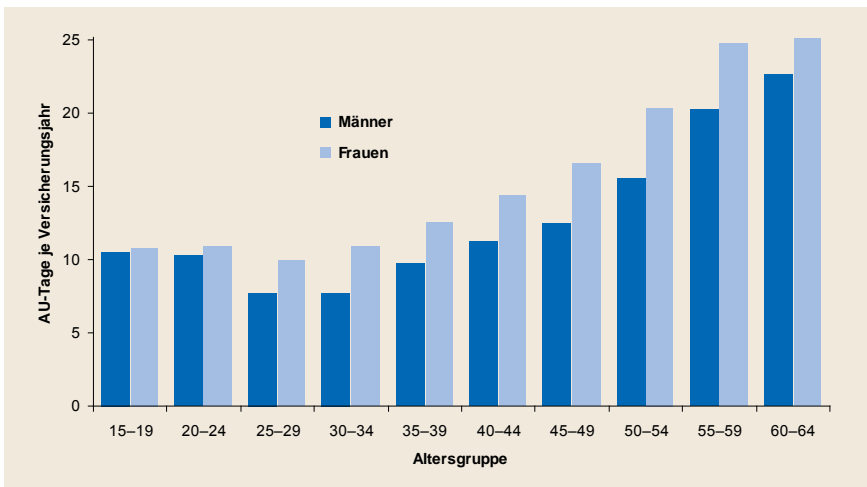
(Erwerbspersonen TK)
